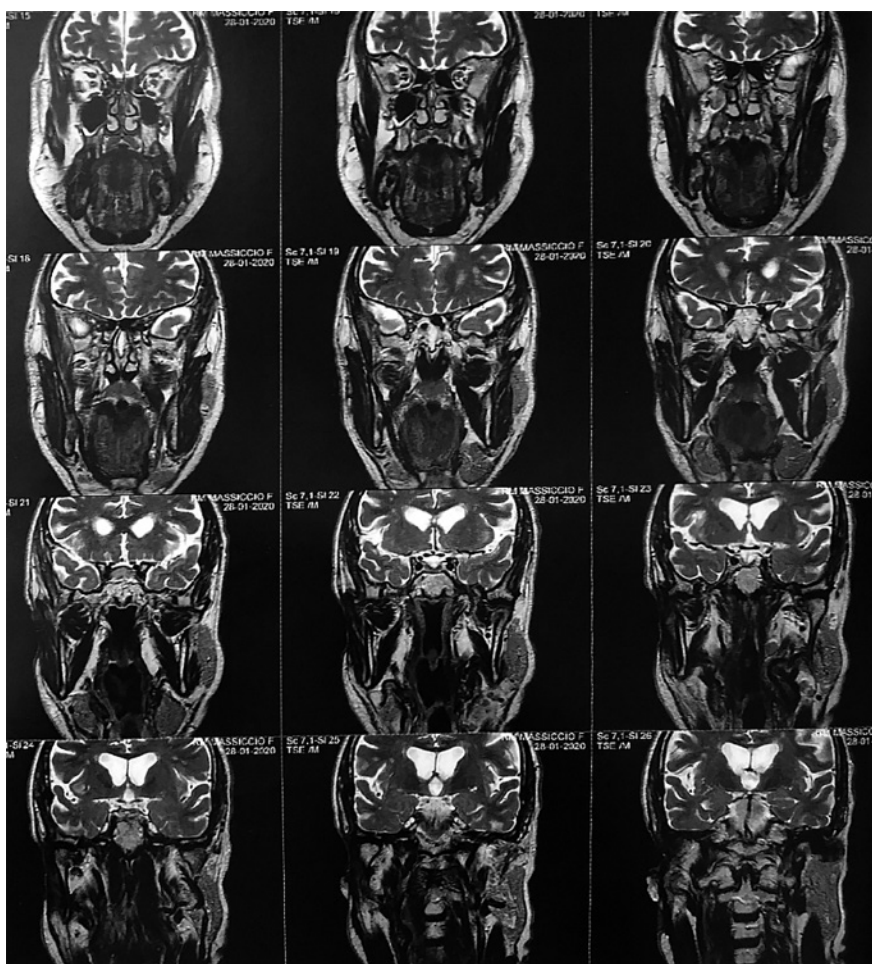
RMN del massiccio facciale con evidenza di importante remissione clinica.
